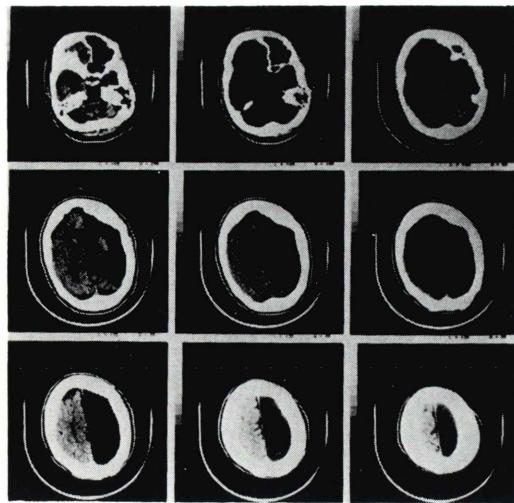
X-ray computed tomography of the same patient as in Fig. 1.
